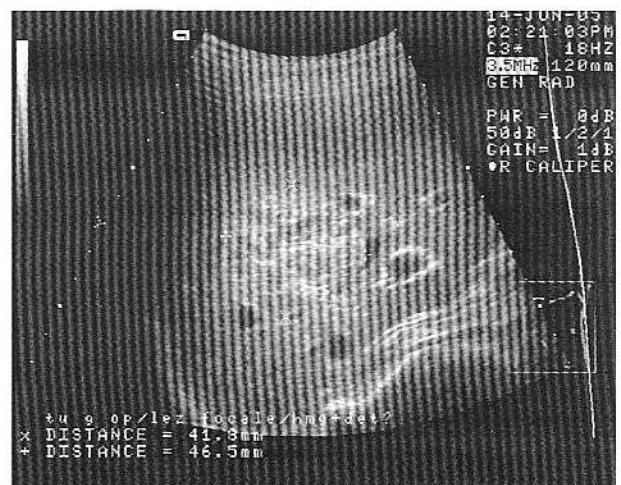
Ecografie abdominală: metastaze hepatică ale unui carcinoid gastric (segmentele II,V,VI,VIII). Hemangioma segment VII?
